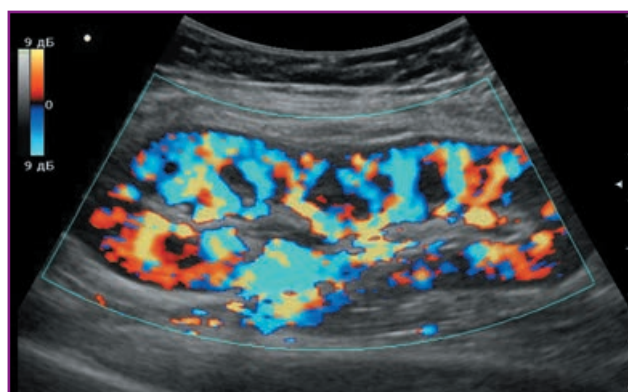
Общая картина кровотока в почке: нормальный кровоток в нижнем сегменте почки, существенное улучшение перфузии в срединном и верхнем сегментах
